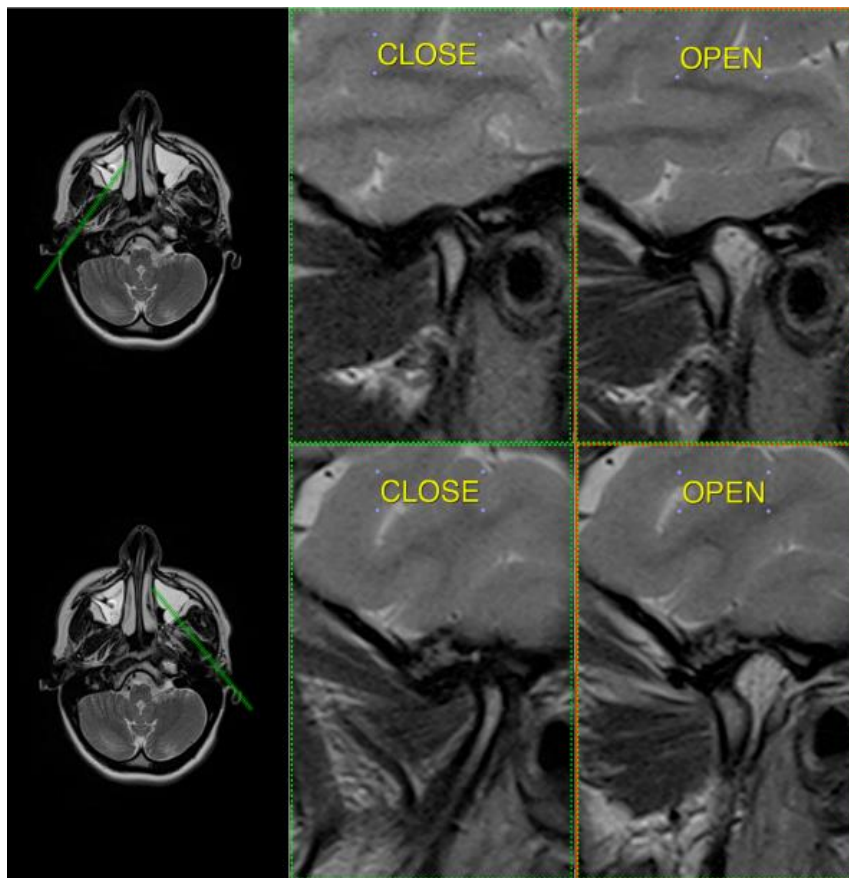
МРТ ВНЧС пациента.
